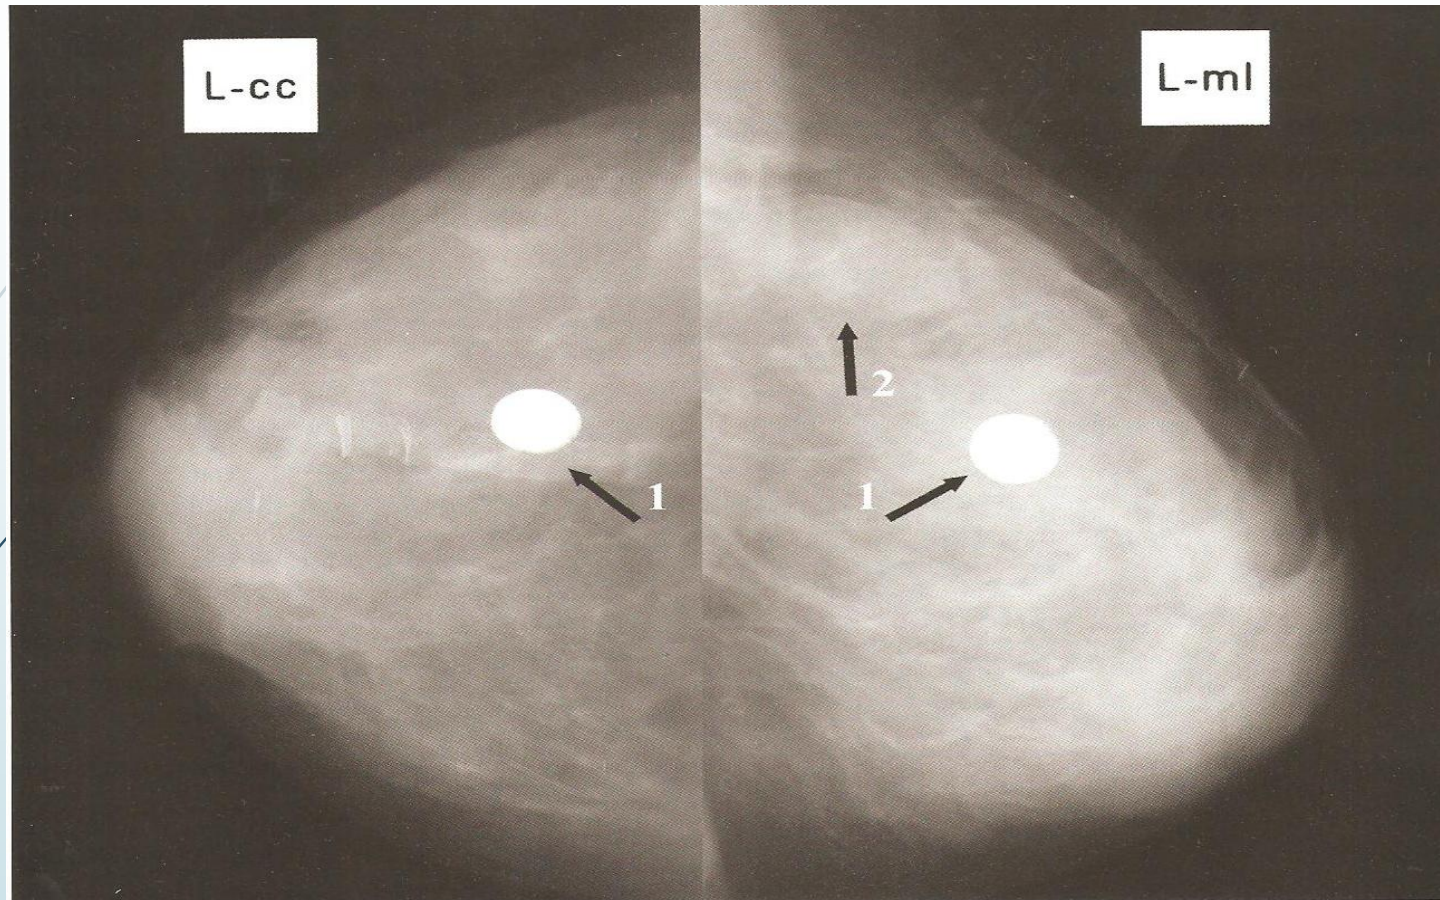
Рентгенограммы левой молочной железы в двух проекциях.
